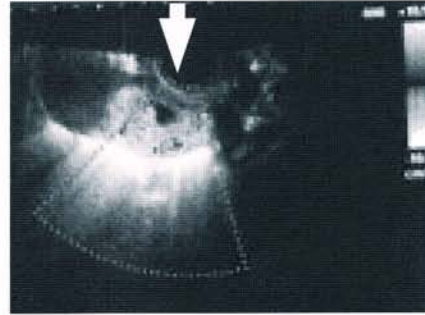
尿中HCGが再上昇を認めたときの超音波ドプラ法頸管内の胎嚢周囲に血流の再開を認める。
